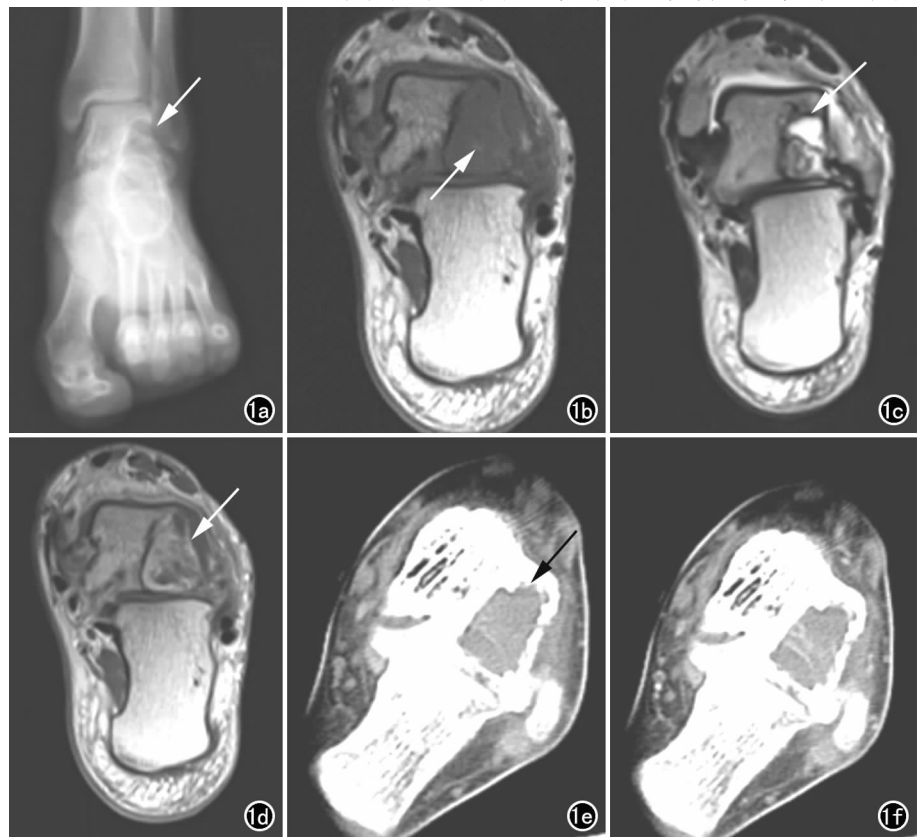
软骨母细胞瘤患者,男,26 岁,左踝部疼痛半年余,加重 1 个月。a) X 线片示左距骨溶骨性骨质破坏区(箭),边缘硬化; b) 横轴面 T₁ WI 示左足距骨局部溶骨性骨质破坏,呈长 T₁ 信号(箭),其内见斑片状稍短 T₁ 信号; c) 横轴面 T₂ WI 示左足距骨局部溶骨性骨质破坏区呈高、低混杂信号(箭),灶周骨髓水肿,关节间隙积液; d) MRI 增强扫描示左足距骨溶骨性骨质破坏区呈不均匀强化(箭); e) CT 平扫示溶骨性骨质破坏区密度欠均匀(箭); f) CT 增强扫描示溶骨性骨质破坏区不均匀强化,其内见条絮状高密度影。
